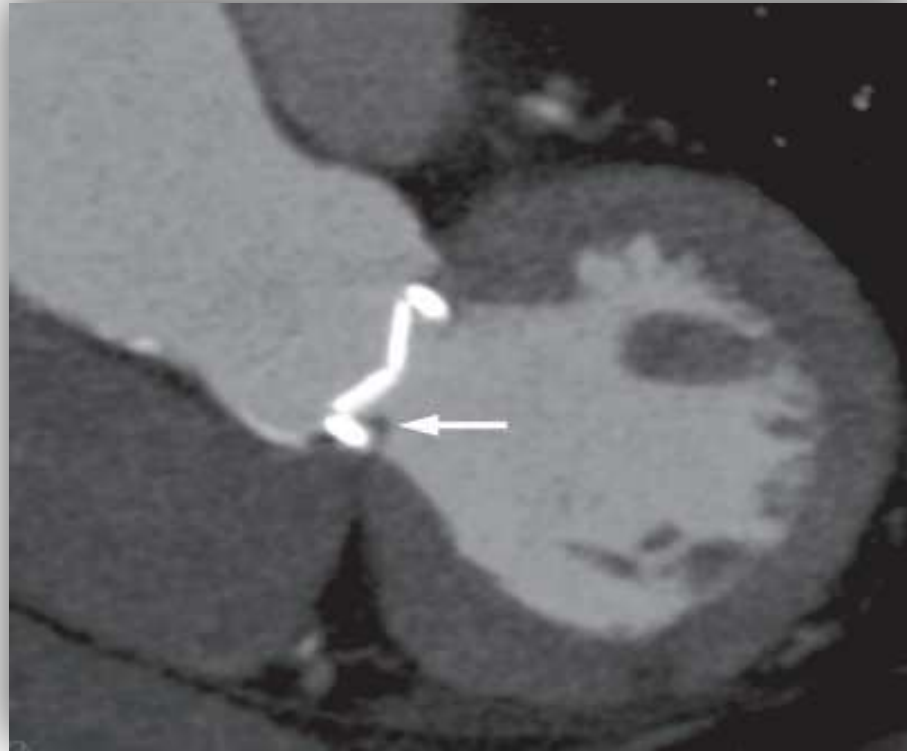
Angio TC de aorta torácica con prótesis valvular aórtica con formación de pannus. La ecocardiografía transtorácica (no mostrada) demostró un gradiente de presión aumentado sobre la válvula. La TC reveló una zona hipodensa (flecha blanca) directamente debajo del anillo valvular extendiéndose desde la pared del ventrículo izquierdo. Los hallazgos son compatibles con formación de pannus como causa de la obstrucción de la válvula protésica.
